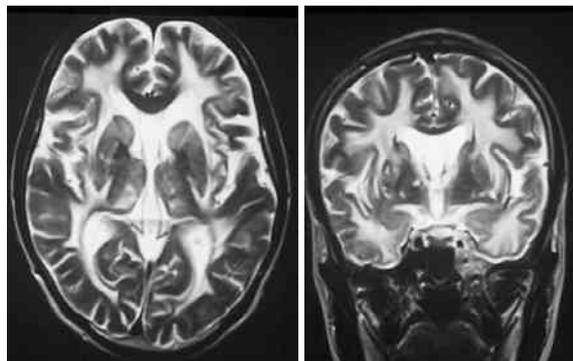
頭部MRI：T2強調画像。広範なびまん性白質高信号域と大脳基底核・視床にラクナが散在。
